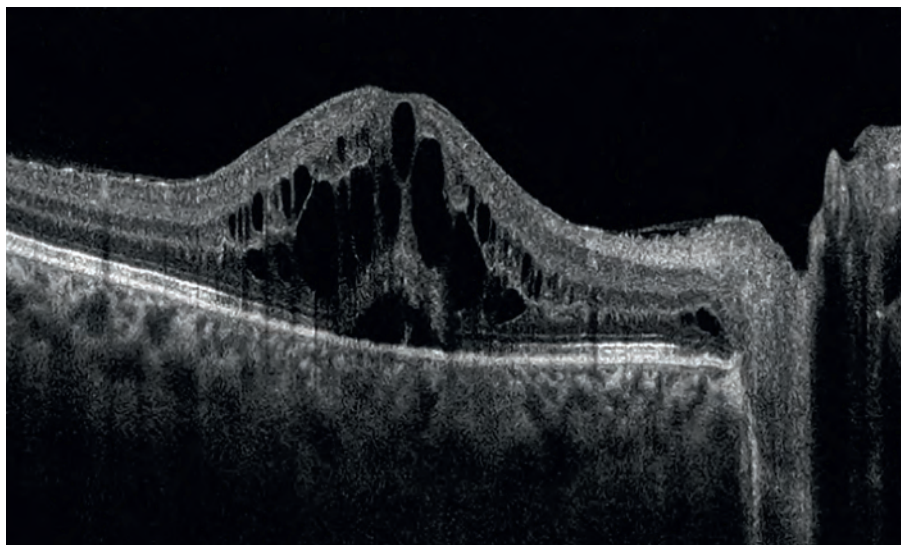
Оптическая когерентная томографическая картина увеального макулярного отека
